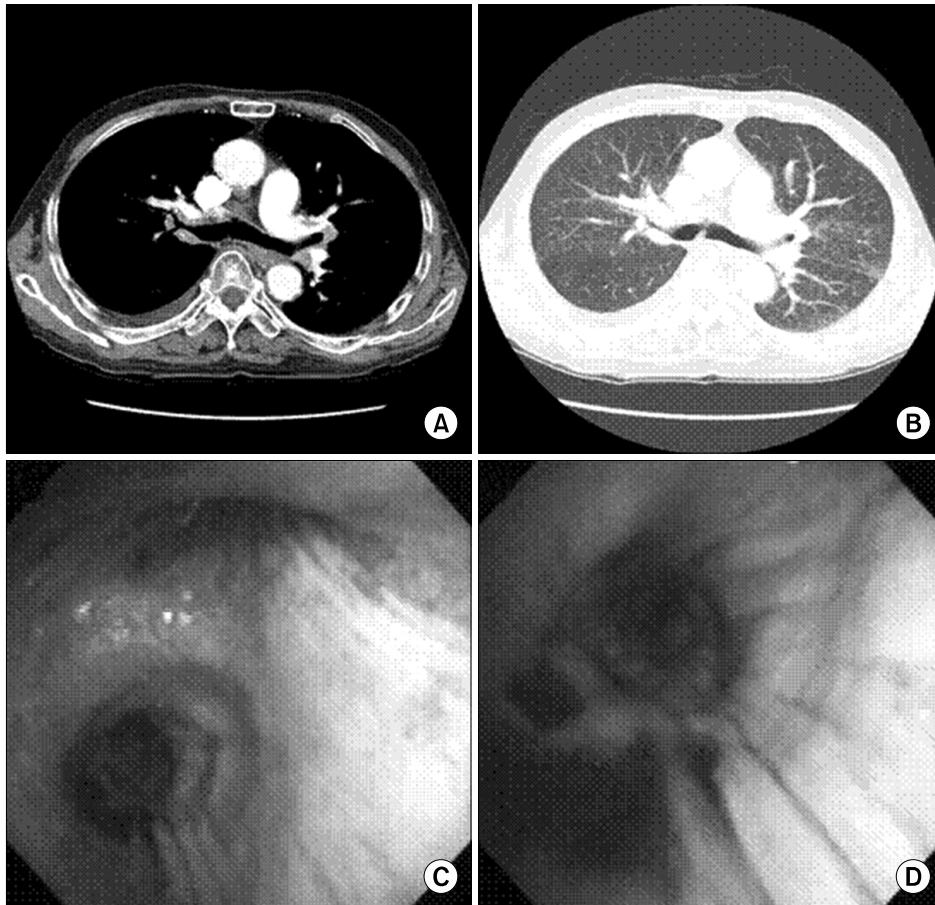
70-year-old man with coal workers' pneumoconiosis associated with bronchial anthracofibrosis. (A) Contrast enhanced CT shows bronchial wall thickening due to enlarged lymph node and peribronchial fibrosis. (B) Lung setting on CT shows multiple p type nodules in the both upper lobes. (C) Flexible bronchoscopy shows bronchial narrowing with engorged mucosal vessel and anthracotic pigmentation in the right upper lobe bronchus. (D) Anthracotic pigmentation and bronchial stenosis is also noted in the right middle lobe bronchus.
